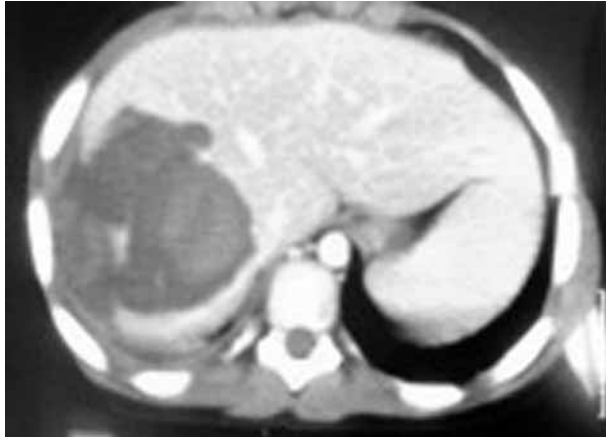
TC preoperatorio: rotura hepática.
